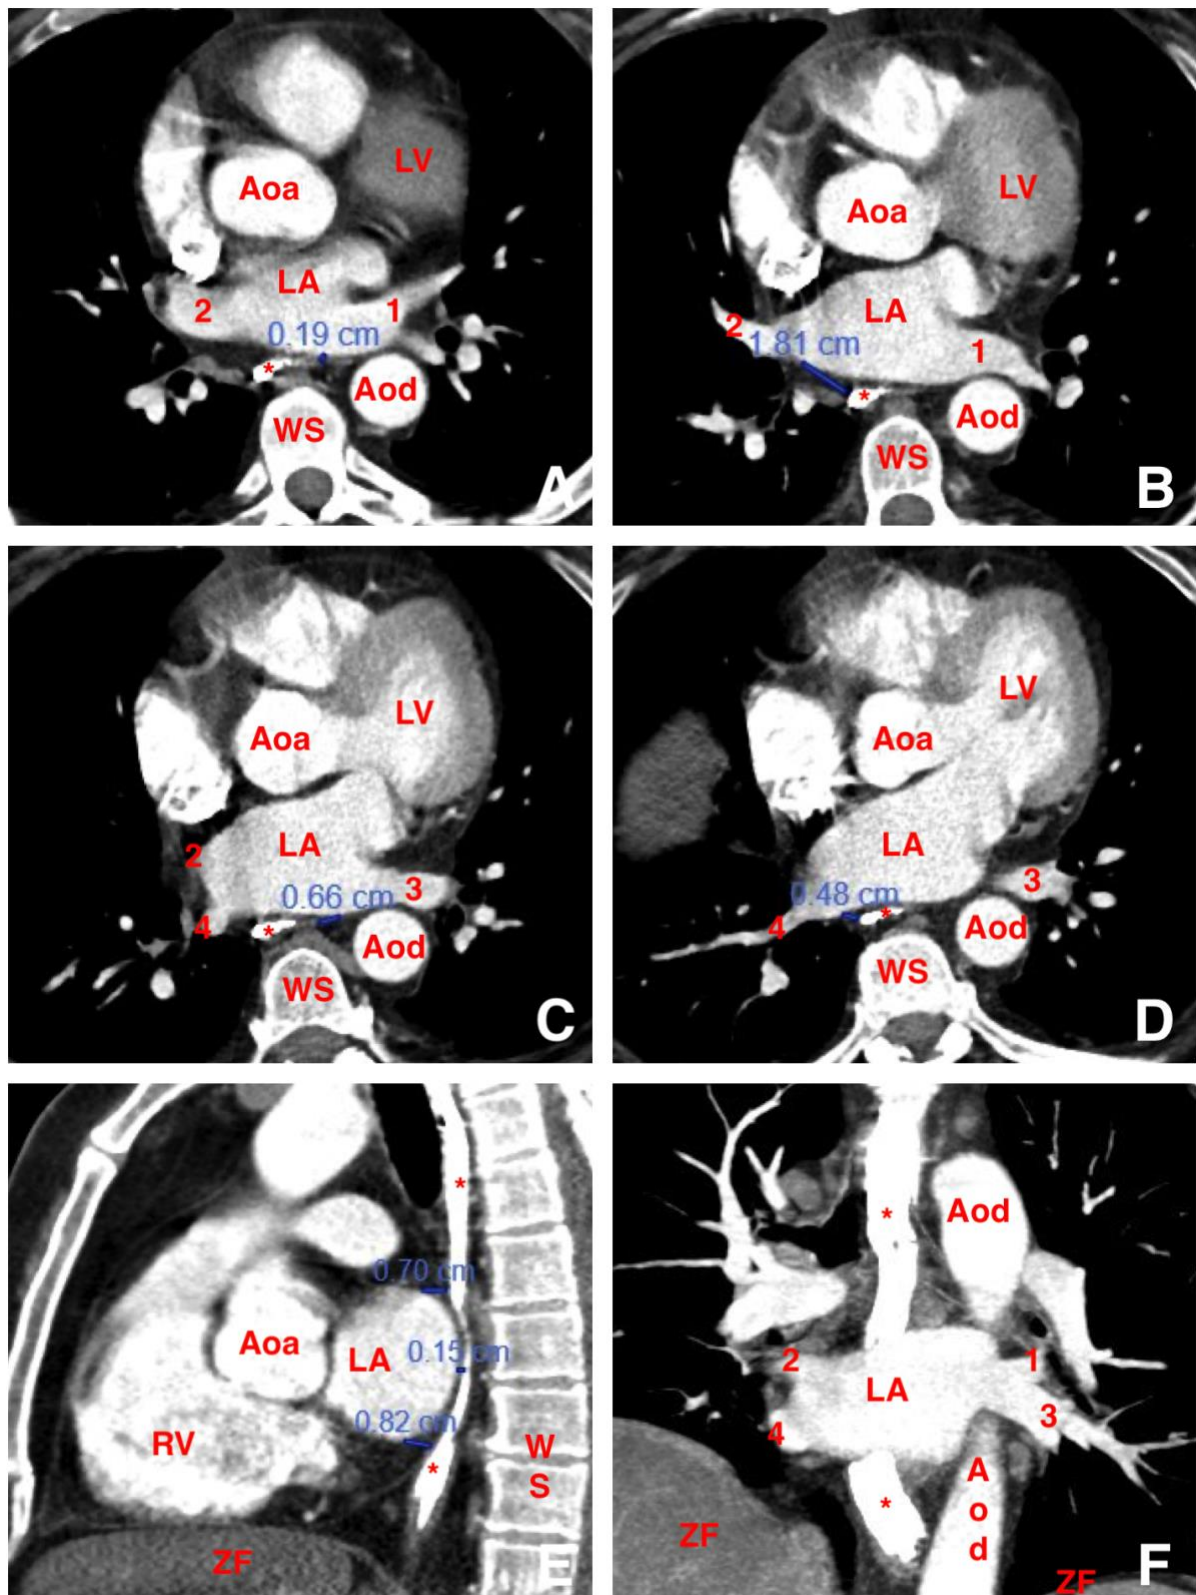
A – F: CT-Distanzmessungen zwischen Ösophagus und linksatrialen Strukturen
